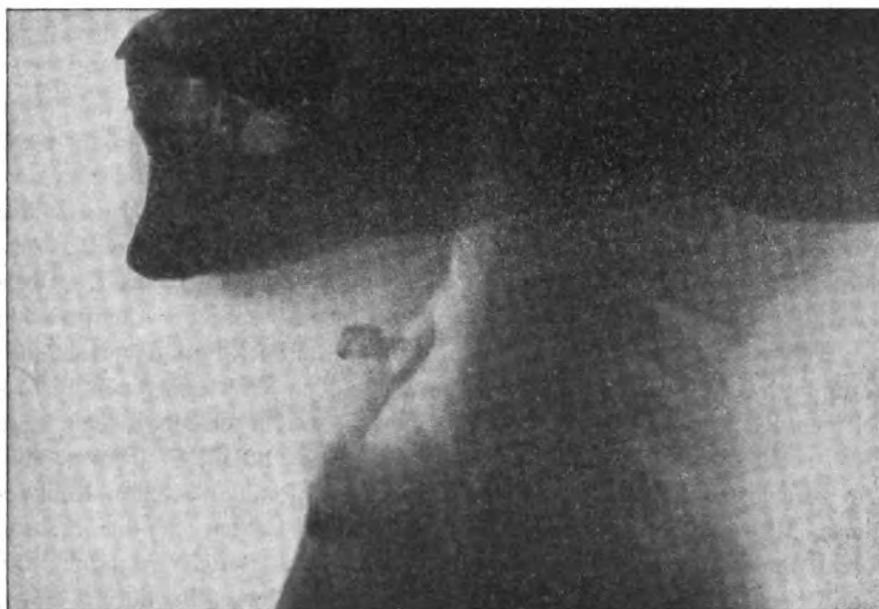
Radiographia lateralis dextra. Normale Wirbelsäule. Dr. Barszewki. Configuration bedeutend verändert ist, dies sehen wir in der Fig. 8: erstens spricht dafür der weite, nicht den normalen Verhältnissen entsprechende Abstand des Atlas von dem Os occipitale und die Radioskopie des Atlas selbst — wir sehen ja deutlich eine bedeutende Verdickung an der Stelle des vorderen Atlasbogens. In Folge dieser zweifellosen Dislocation des Atlas auf dem Epistropheus kam es zu einer derartigen Verschmälerung des Canalis vertebralis, dass es zu einer Compressionsmeningomyelie gekommen ist. Die Einengung des Canalis vertebralis war nicht so bedeutend, dass sie die ganze nervöse Leitungsfähigkeit des Rückenmarkes definitiv unterbrochen hätte, aber sie war genügend, um alle Symptome der Compression des Rückenmarkes hervorzurufen, die ja wahrscheinlich durch Störungen in der Circulation des Blutes und hauptsächlich der Lymphe und durch die dabei zu Stande kommende Lymphstauung und Oedem (Schmaus) bedingt sind. Die
